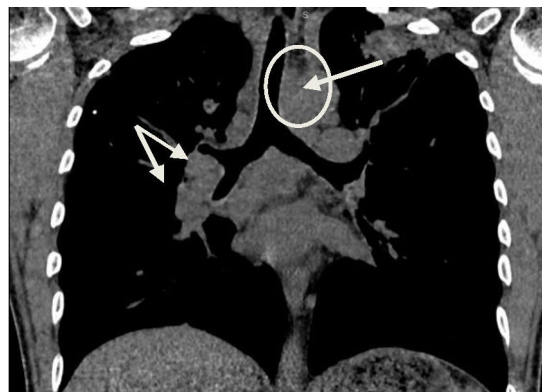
МСКТ ОГК пациента Г.
